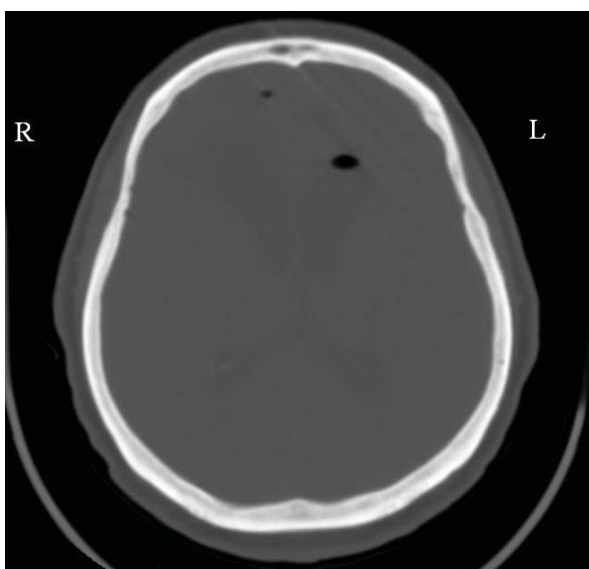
КТ 2-е сутки после операции
